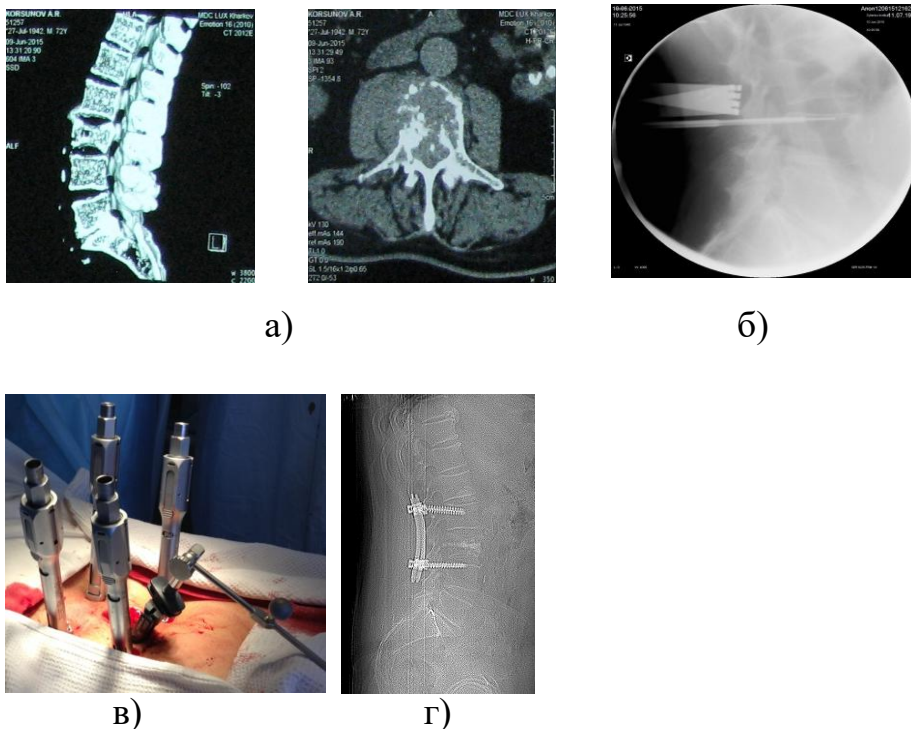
Рентгенограми та томограми пацієнта В., історія хвороби № 77122: а) – КТ-знімки до операції; б) – рентгенограма пункційної біопсії після операції; в) – фото операції; г) – рентгенограма після операції.
